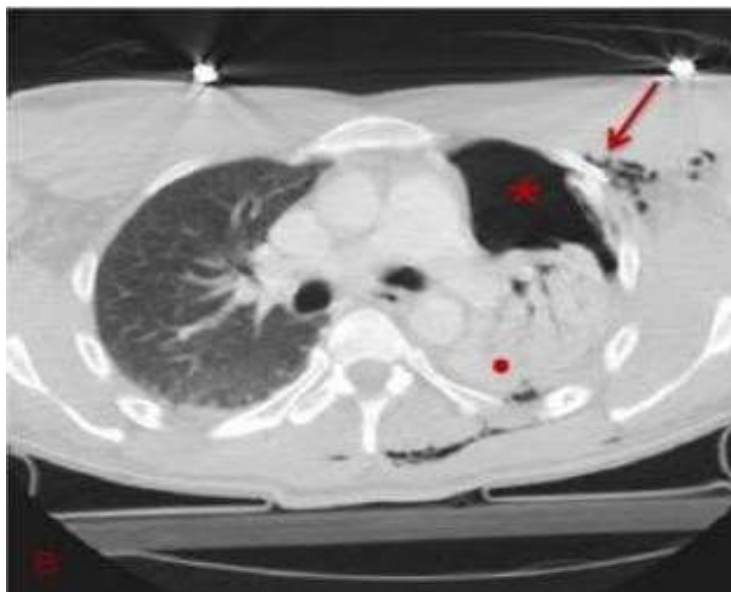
Tomografía con ventana pulmonar, con neumotórax anterior izquierdo. Rodríguez, M & otros. (s.f). *SERAM*.
